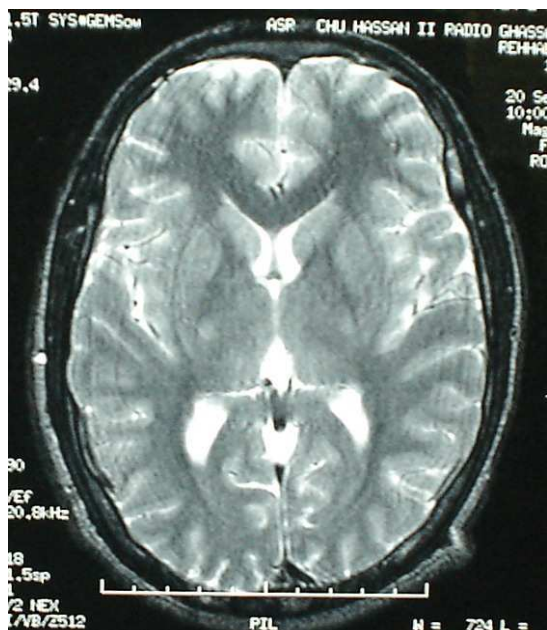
coupes axiales d'IRM cérébrales en séquence T₂ montrant un hypersignal des bras postérieurs et des 2 capsules internes.
